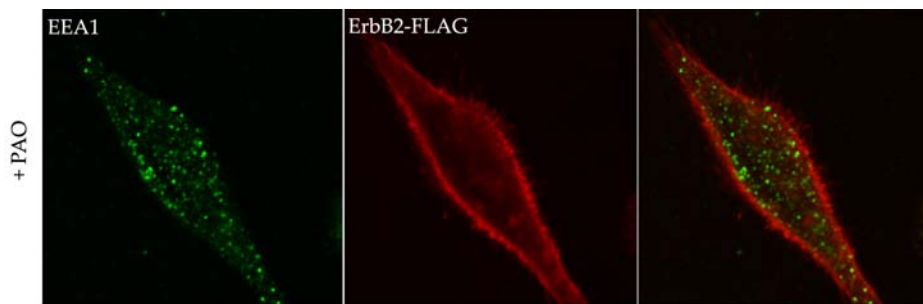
Efecto de PAO sobre la formación de los endosomas tempranos. Células HeLa, co-transfectadas con SH3TC2-HA y ErbB2-FLAG, y tratadas con PAO. Tras la fijación, las células se inmunodetectaron con anti-EEA1 (canal verde) y anti-FLAG (canal rojo). En el panel derecho se muestra la superposición de las imágenes obtenidas con los diferentes canales.
